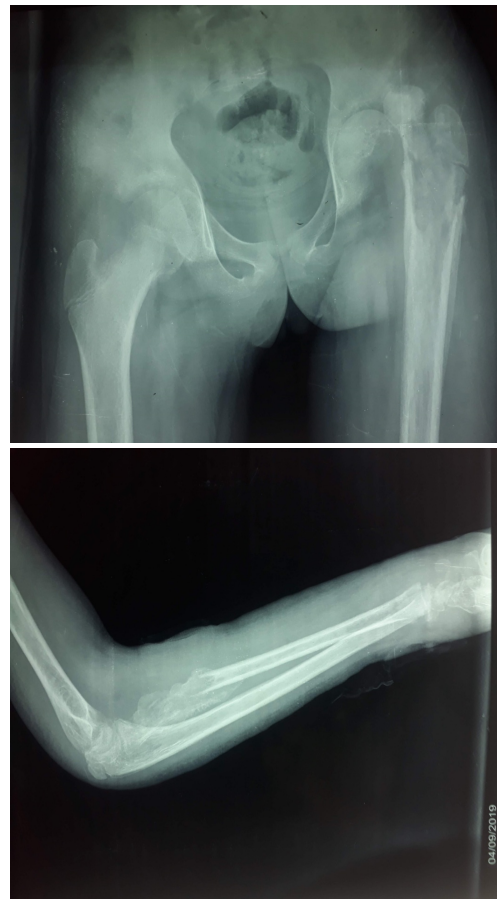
Radiographie de contrôle du bassin après ablation des épiphyses (Patient 1)
